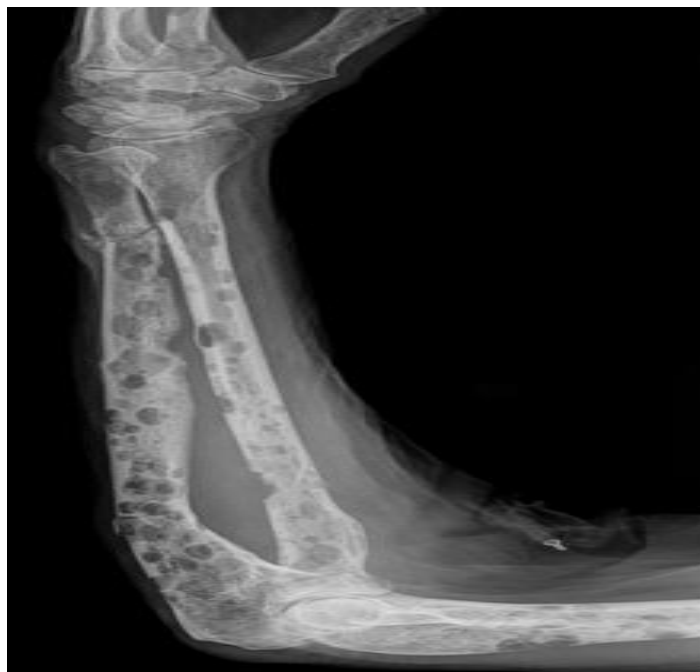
Radiographie de l'avant-bras d'un patient atteint de MM
